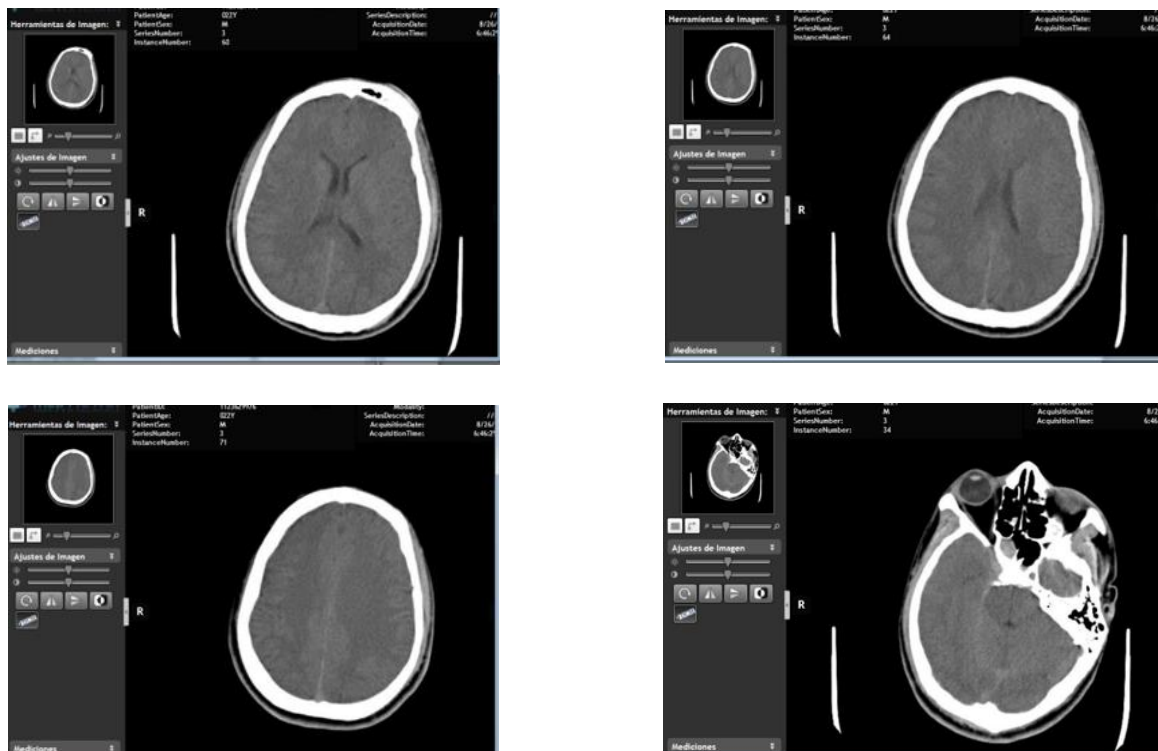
Serie de imágenes de la TAC simple de cráneo, a la salida del tratamiento de descompresión
